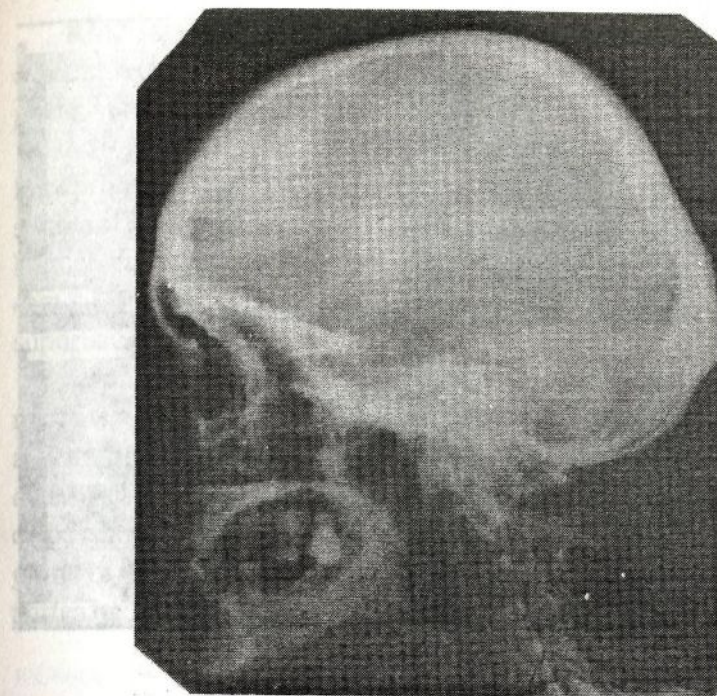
Radiografia craniului în incidență laterală.
